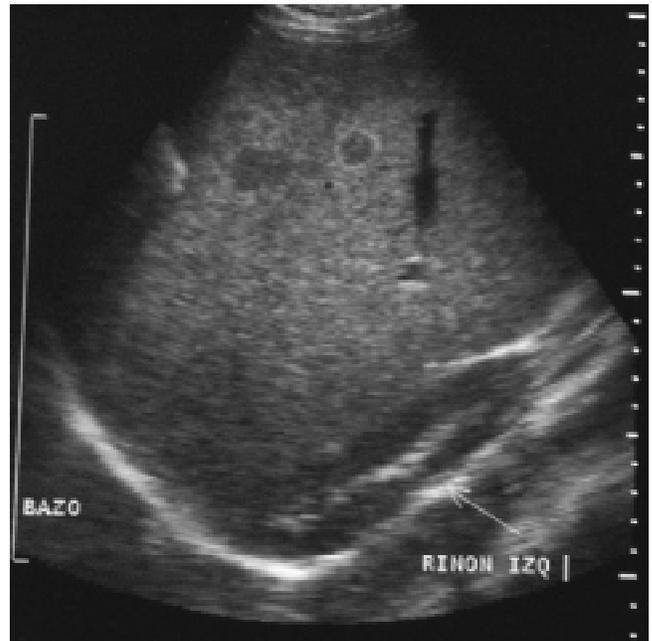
Ultrasonido sagital. Esplenomegalia; observe la relación del riñón izquierdo con el bazo.
